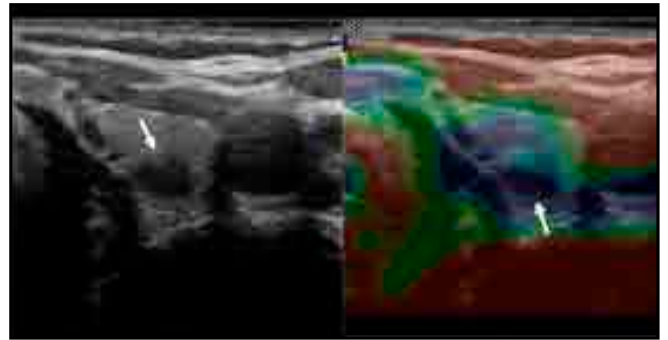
Transverse sonogram (left-sided) and strain elastography (right-sided) image revealing the lesion (arrows) within the thyroid. The strain ratio of the lesion on elastography is 1.1.
